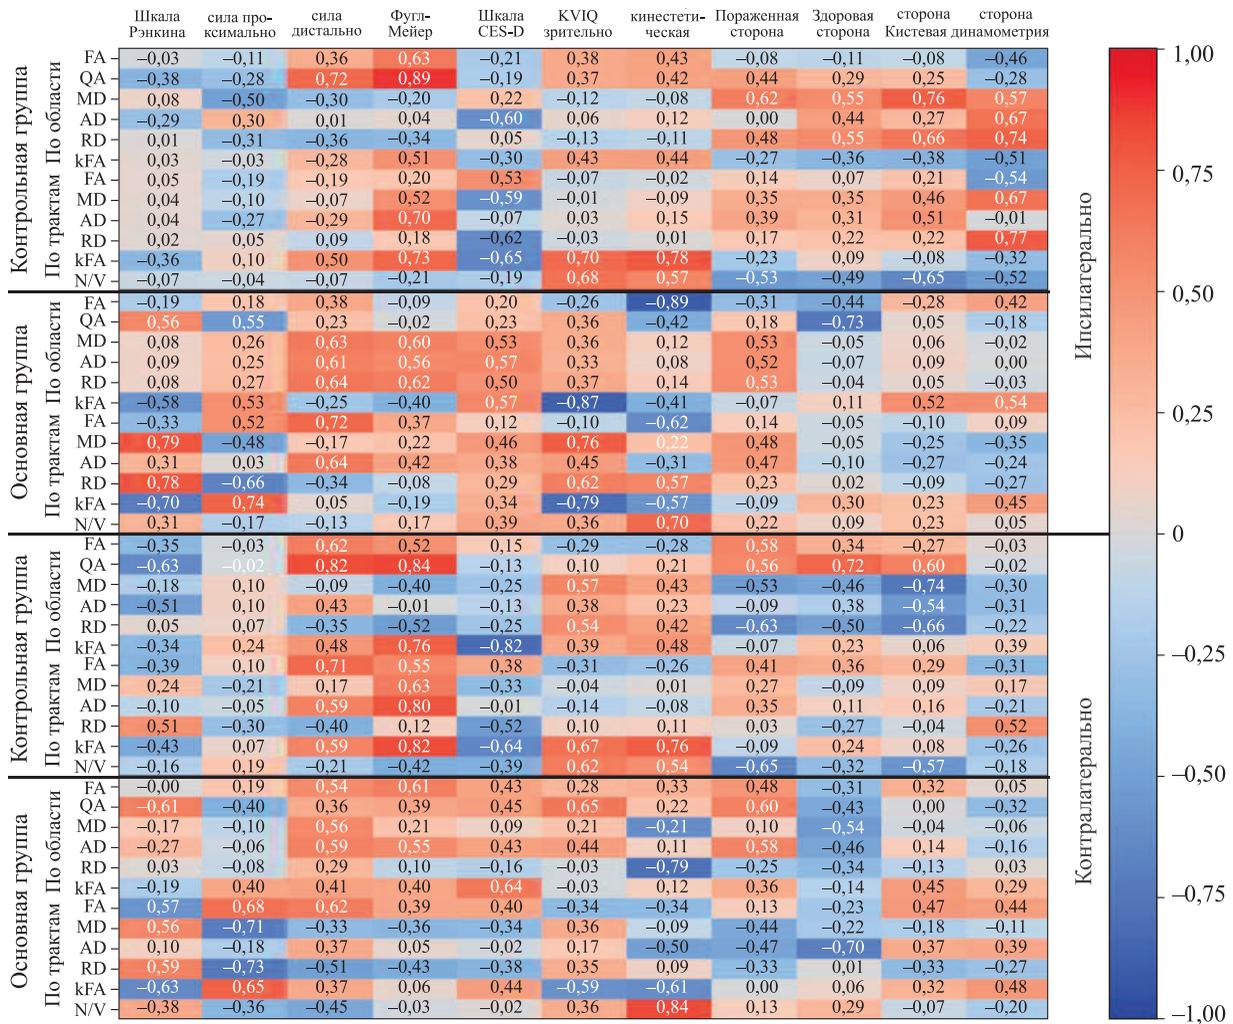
Корреляция диффузионных параметров с клиническими изменениями пациентов основной и контрольной групп в паре тестов T1–T2. KVIQ – опросник кинестетического и зрительного воображения; N/V – плотность проводящих путей (количество трактов, деленное на объем)
